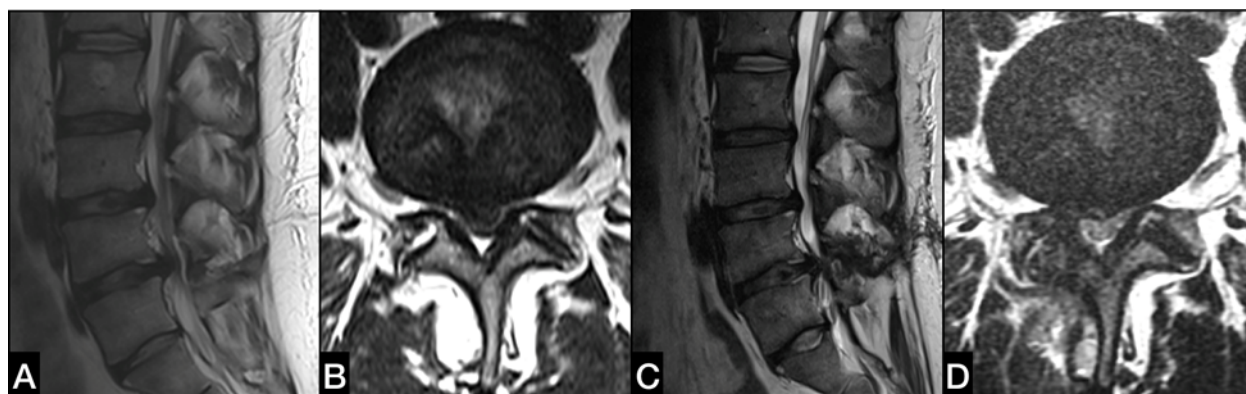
МРТ в сагиттальной и аксиальной проекции на уровне $L_{VI}-L_V$ до первичной декомпрессии (А и В) и через 8 месяцев после (С и D). Отмечается сохранение стеноза позвоночного канала за счет протрузии диска и фиброзных изменений зоны резекции задних структур
